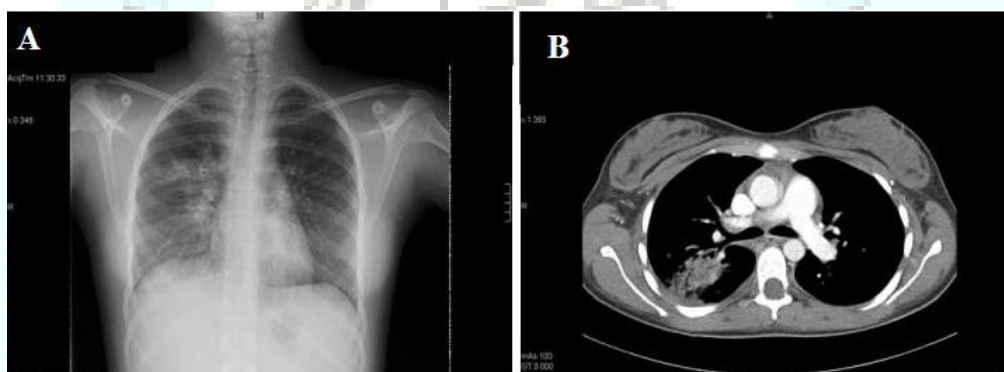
(A) Radiografía de tórax. Derrame pleural derecho con imagen de condensación pulmonar derecha.
